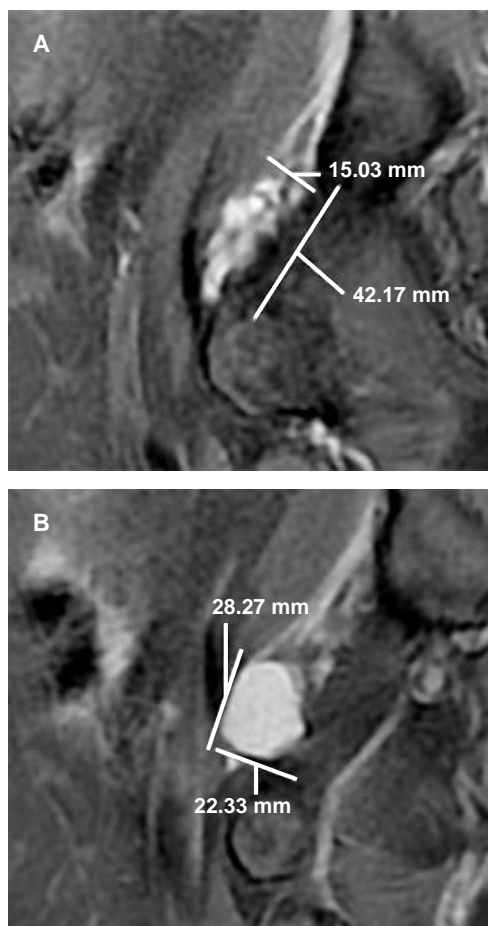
Resonancia magnética de cadera derecha. Sagital saturación grasa (PD FAT). A y B) Quiste paralabral multilobulado que sigue el trayecto del músculo psoasiliaco.
